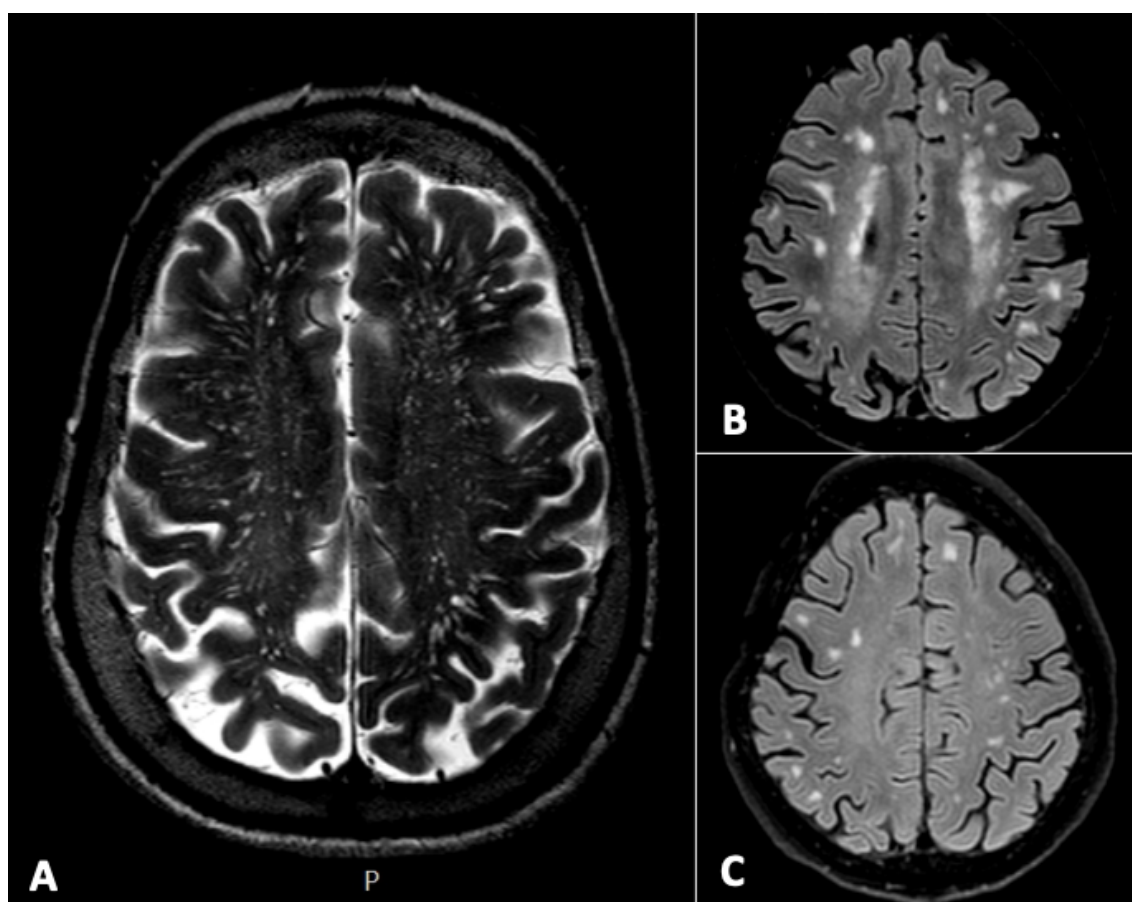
Imagens axiais ponderadas em T2 (A) e T2/FLAIR (B e C), ilustrando os marcadores não hemorrágicos incluídos nos critérios 2.0: a proeminência de espaços perivasculares alargados nos centros semiovais (>20) (A) e as múltiplas hiperintensidades da substância branca, com localização subcortical e multifocal (B e C).
